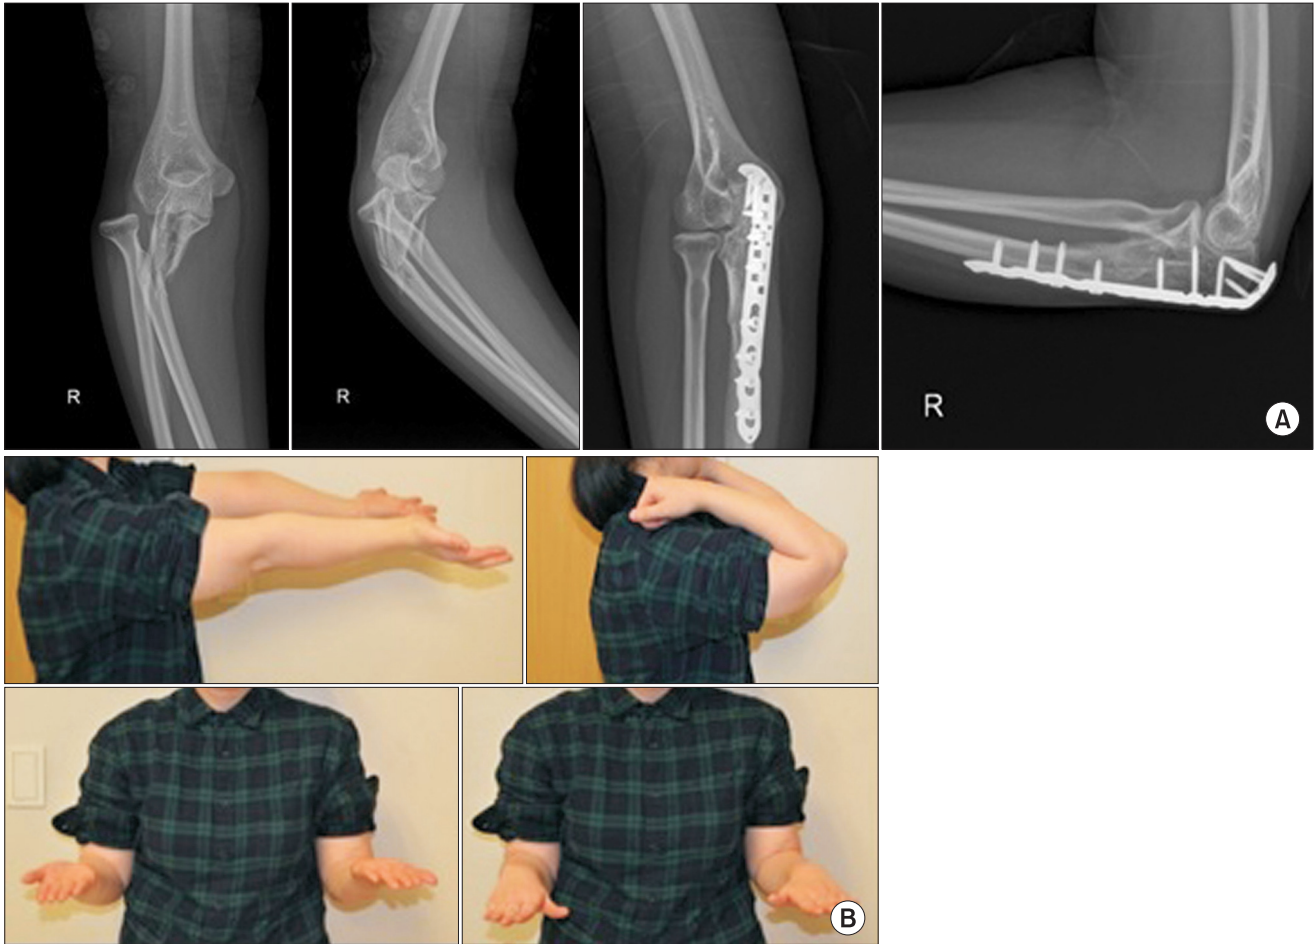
A 30-year-old female with Bado type III Monteggia fracture of the right forearm after slip and fall injury. (A) Preoperative radiologic finding shows type III Monteggia fracture. X-ray shows lateral dislocation of radial head and posterior angulation of ulnar metaphysical fracture. In this case, using olecranon plate ulna and radial head reduction was done. (B) There was no pain at the final follow-up, and the range of motion was 0° to 150° and satisfactory results were obtained.
